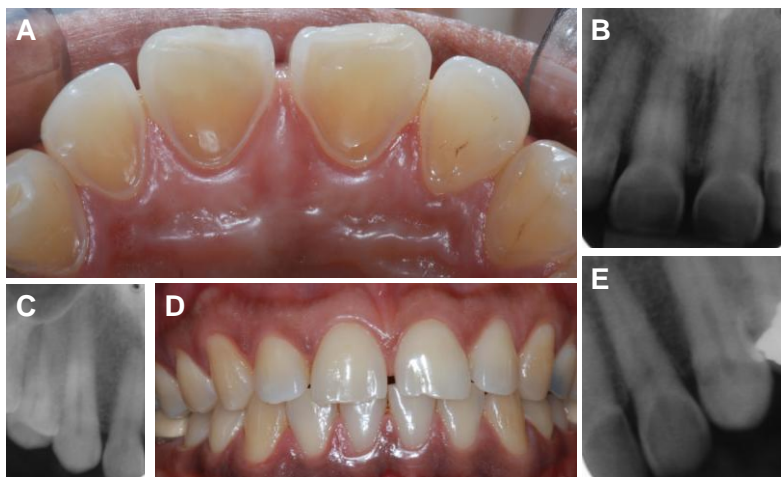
Em A, observa-se na face palatina dos dentes anteriores superiores a perda significativa da anatomia dental, o aspecto em forma de chanfro (característico na DRGE) e o afinamento do esmalte nas bordas incisais. Em D, com o paciente em oclusão, observa-se a perda de caracterização da superfície dentária, o aumento do brilho e a lisura da superfície vestibular. As radiografias B, C e E apontam deposição de dentina reacional nos dentes 12, 11, 21 e 22 causando diminuição do espaço pulpar e a diminuição da radiopacidade da coroa.
